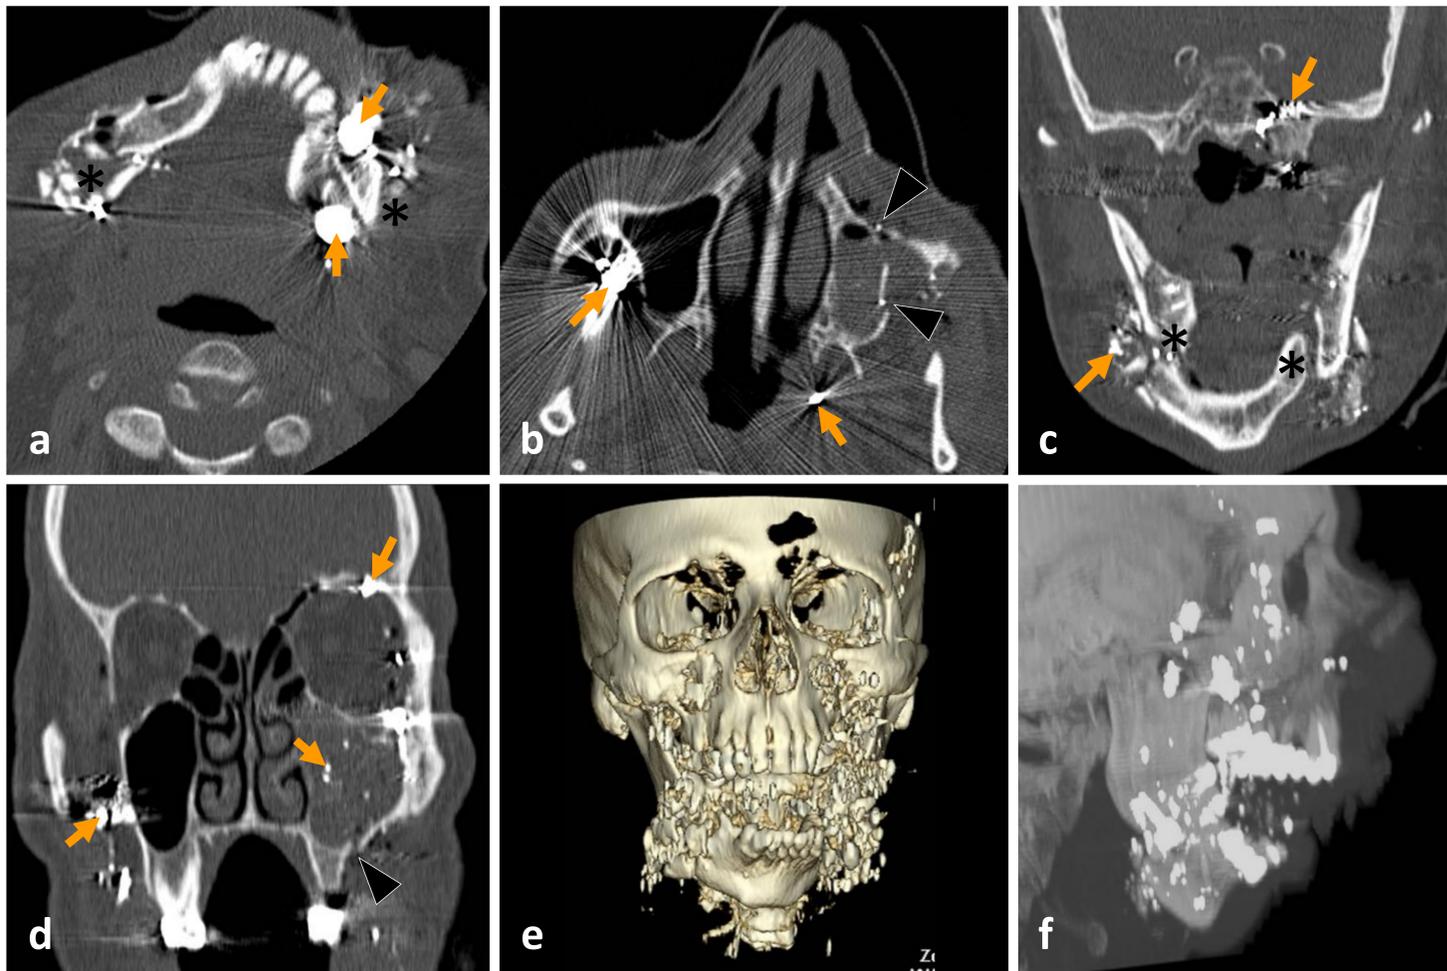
Intento de autolisis con arma de fuego. (a, b, c, d) TC facial, ventana de hueso, planos axiales y coronales. Fractura estallido mandibular (*asterisco*). Fractura de seno maxilar (*puntas de flecha*). Múltiples restos de proyectiles metálicos (*flechas*) en la región facial e intracraneales. (e) Reconstrucción 3D VR. (f) Reconstrucción 3D MIP.
